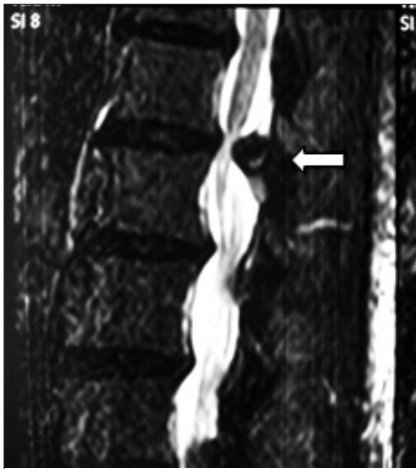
Resonancia magnética sec. T2 pre-op, corte sagital.
